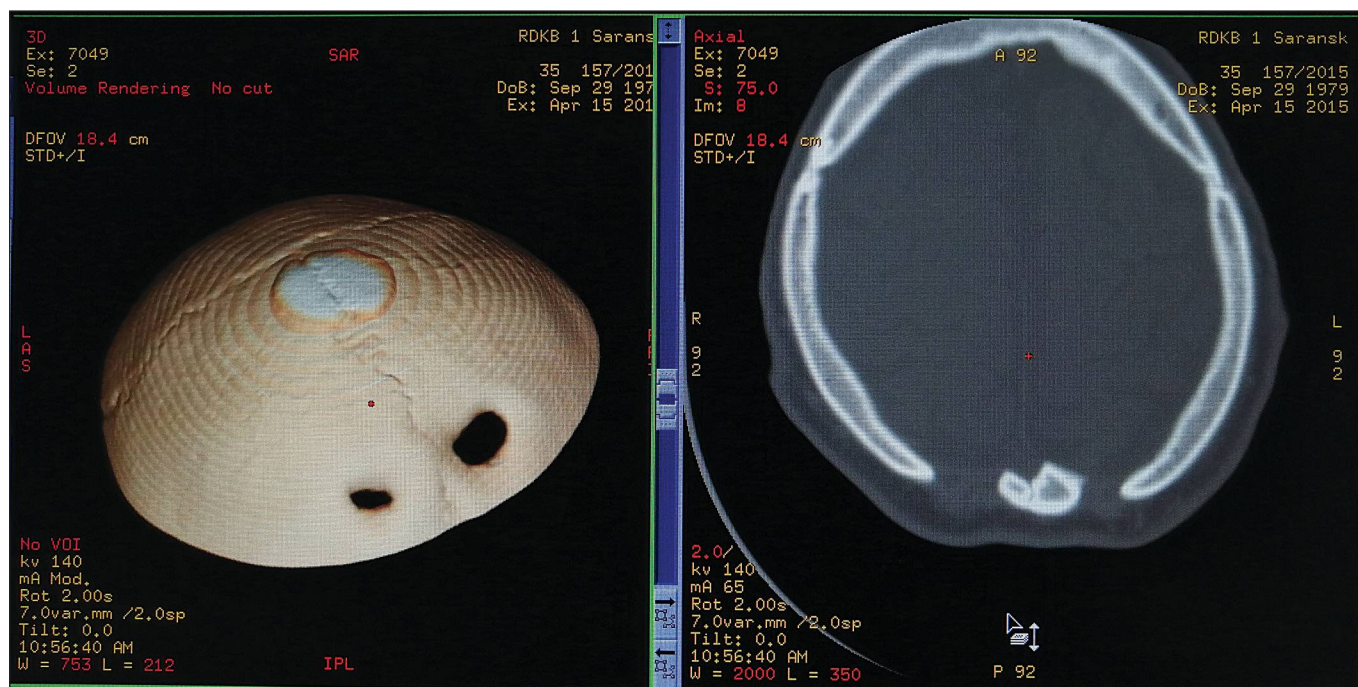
Фрагмент КТ головного мозга отца ребёнка.
